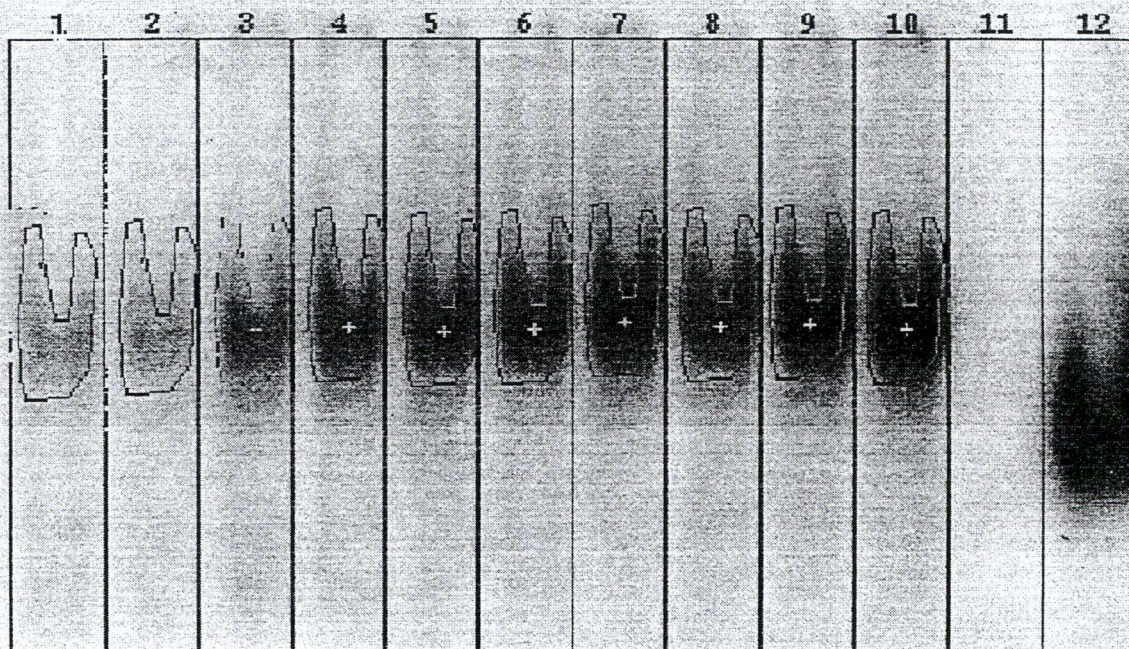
Analyse de l'image du film autoradiographique de la figure 5 par le système Visage 101. Pour chaque piste, le logiciel calcule la IOD pour la bande retardée, c'est-à-dire le produit de la DO par la surface.
